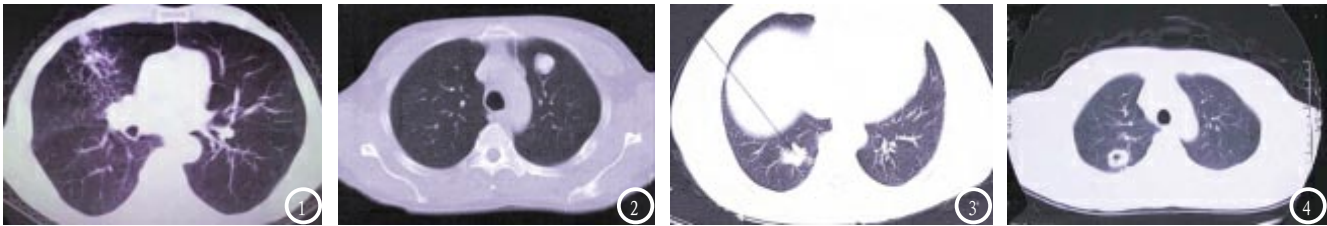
男, 67岁, 低剂量CT显示右肺上叶前段可见不规则结节灶。图2 男, 49岁, 低剂量CT显示左肺上叶前段可见1.2cm×1.3cm结节灶, 周围围绕低密度影。图3 男, 47岁, 常规剂量CT显示右肺下叶可见1.0cm×0.7cm不规则结节灶。图4 女, 76岁, 常规剂量CT显示右肺下叶可见1.1cm ×0.8cm结节灶, 病变见厚壁空洞。
